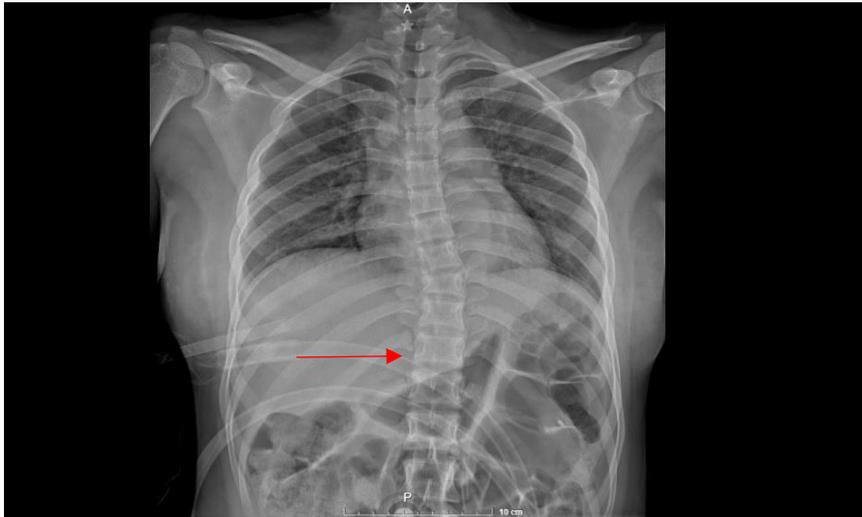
Radiografía de columna torácica: se observa a nivel de T10 superposición de cuerpos vertebrales, escoliosis leve.
